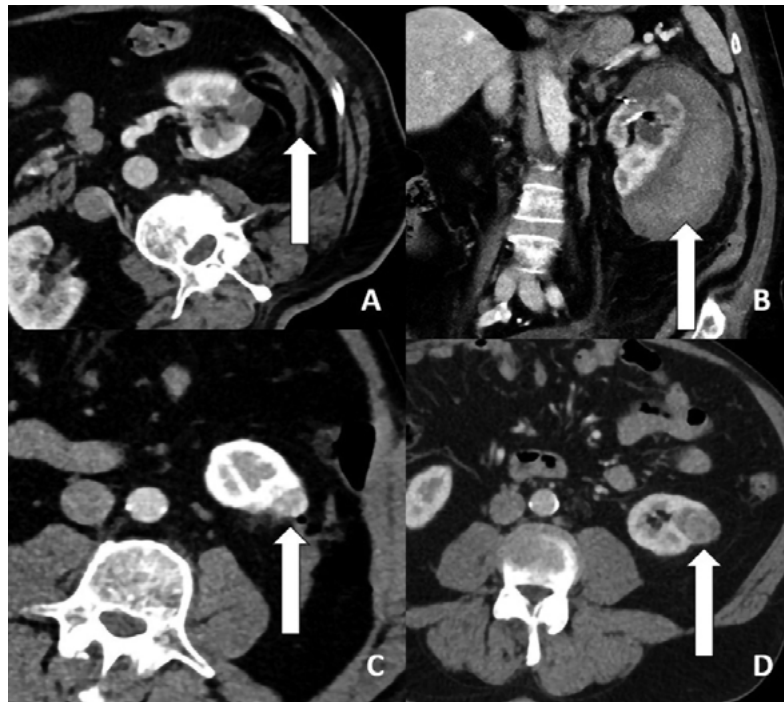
Komplikace léčby, CT vyšetření; (A) perirenální hematom, (B) subkapsulární hematom, zobrazeno v koronární rovině, (C) nonablace na první kontrole po léčbě, ložisko je stejné velikosti a mírně se sytí, (D) stejný pacient, dva měsíce po léčbě došlo ke zvětšení ložiska (archiv autorského pracoviště)
